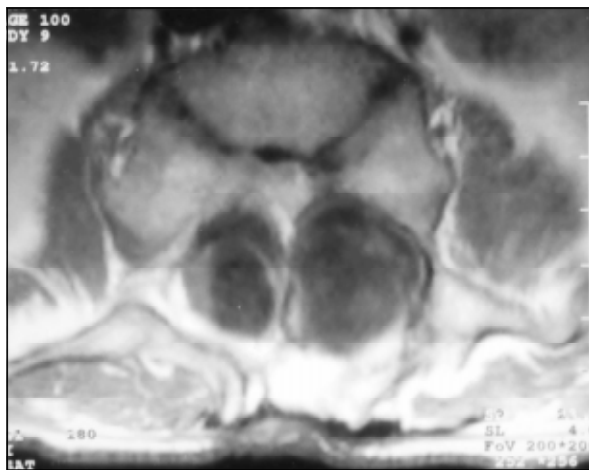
Ressonância magnética de coluna lombo-sacra, corte axial ao nível de T12, aquisição T1, mostrando a duplicação medular.
